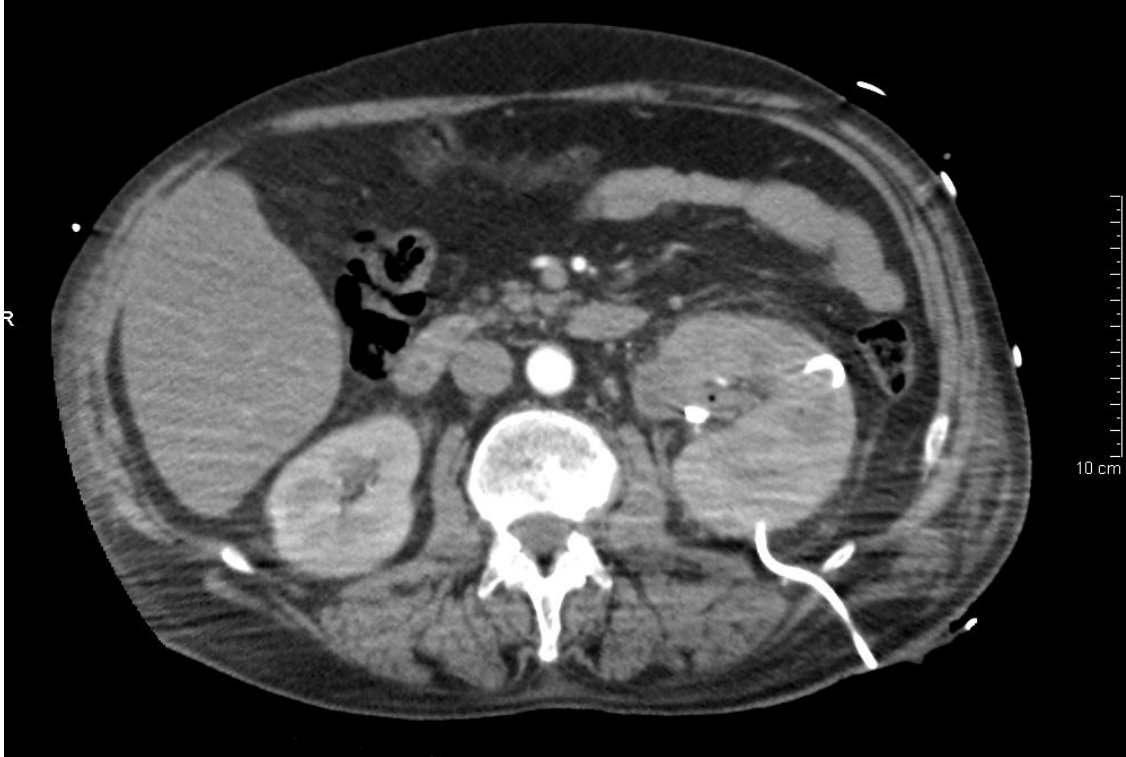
Tomografía computarizada al ingreso después de haber realizado derivación con nefrostomía percutánea.
